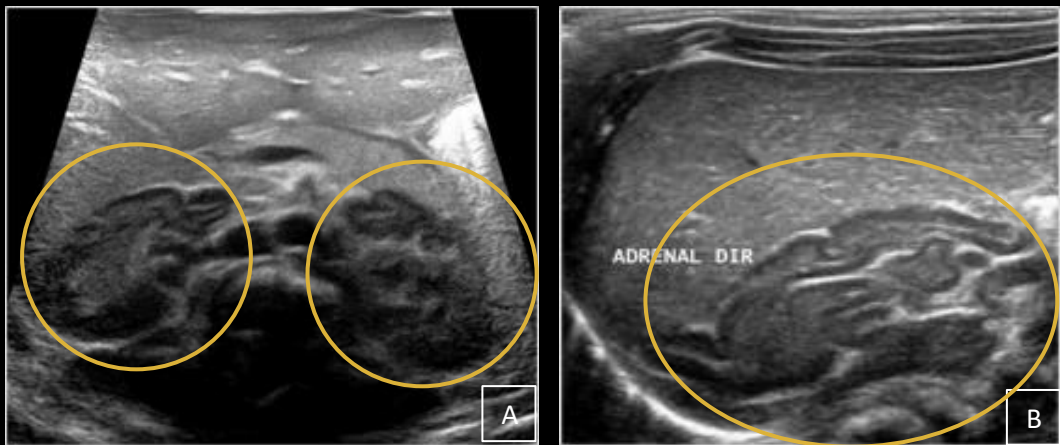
Hiperplasia adrenal congênita: Recém-nascido a termo do sexo feminino, apresentando genitália ambígua e, à USG abdominal, glândulas adrenais cerebriformes, aumentadas (círculos amarelos) e com diferenciação corticomedular preservada.
